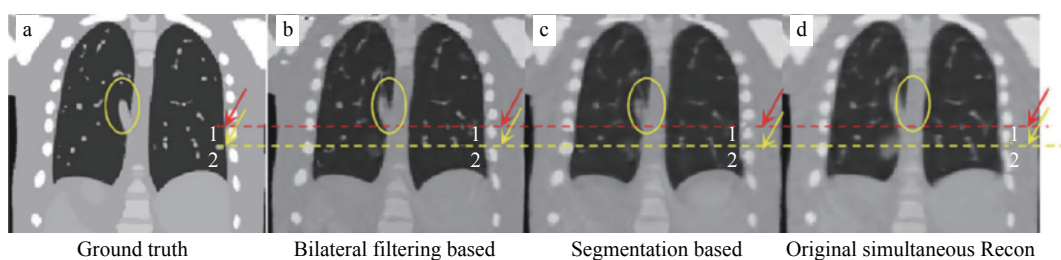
基于双边滤波和肺表面分割的 4D-CBCT 图像重建结果对比
